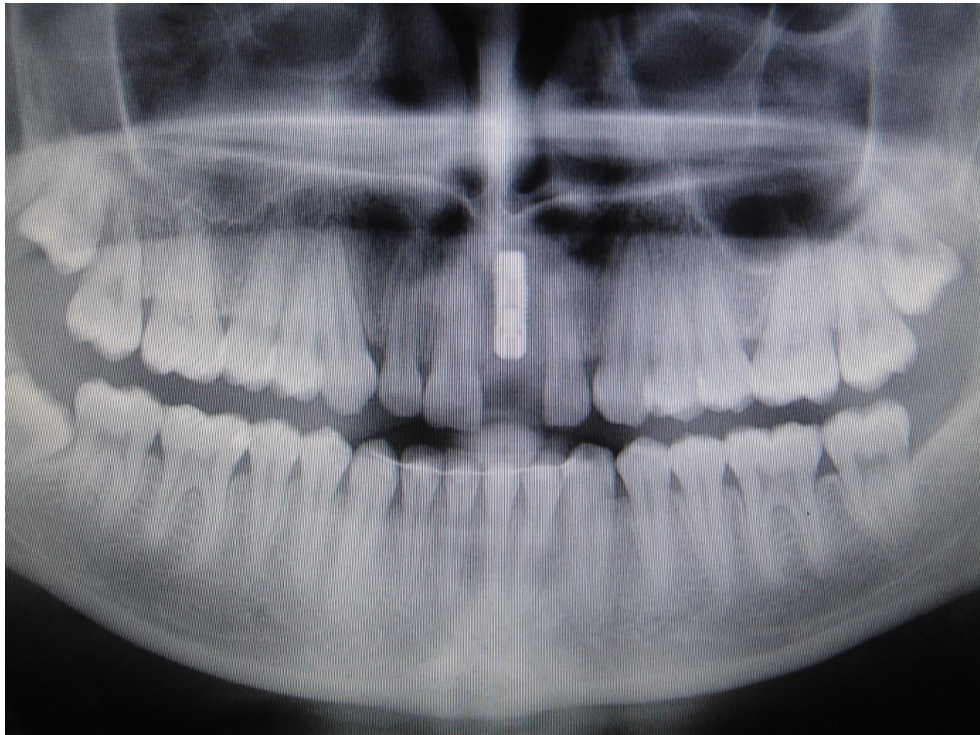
Фото. Рентгенограмма зубных рядов после дентальной имплантации
